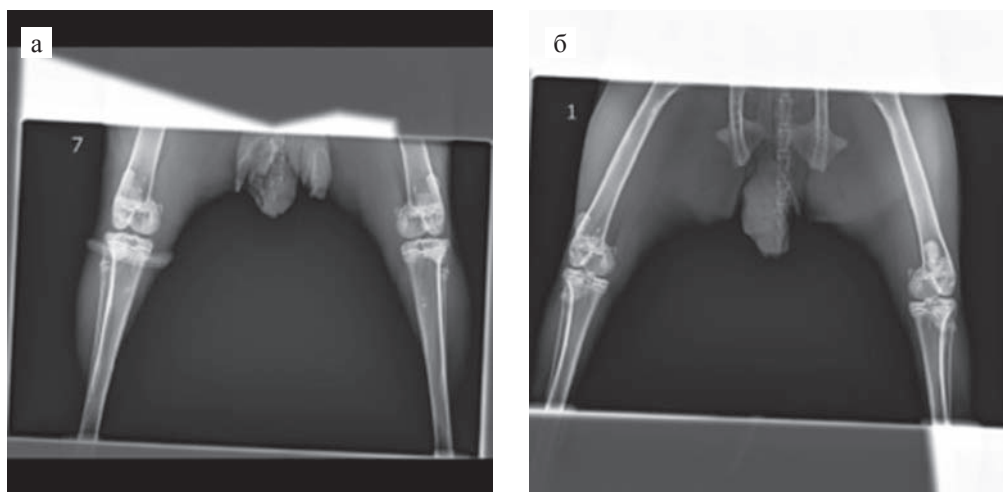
Рентгеновские снимки на 25-е сутки после моделирования ОА: а – интактное животное (кролик № 7); б – модель остеоартроза (кролик № 1, группа 1)
